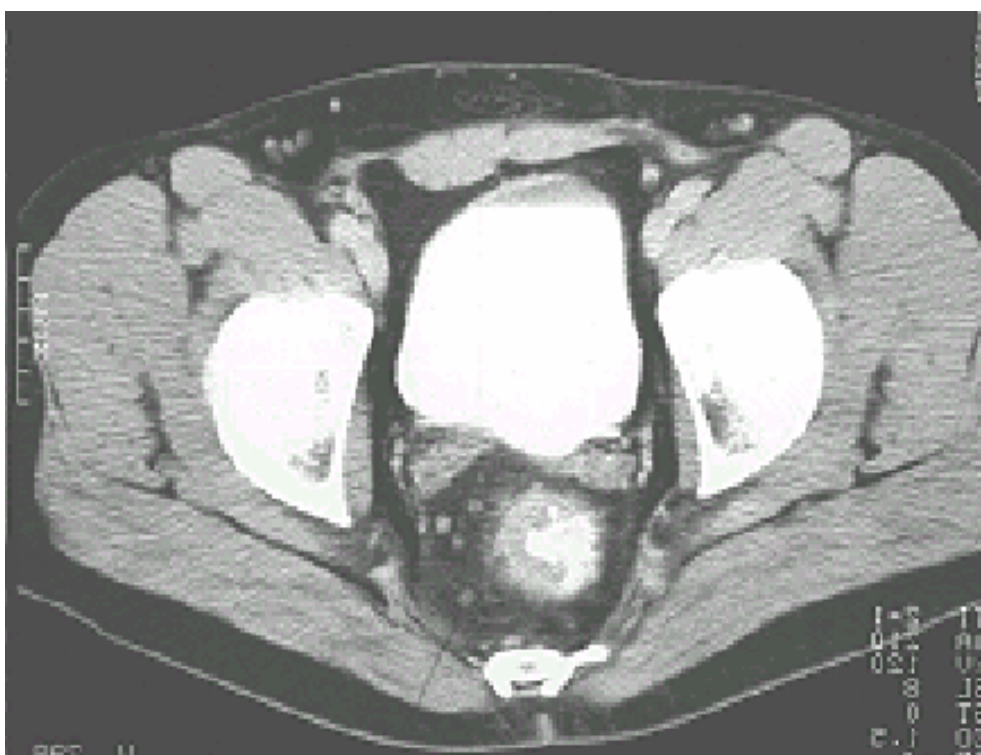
Beispiel-Computertomographie
